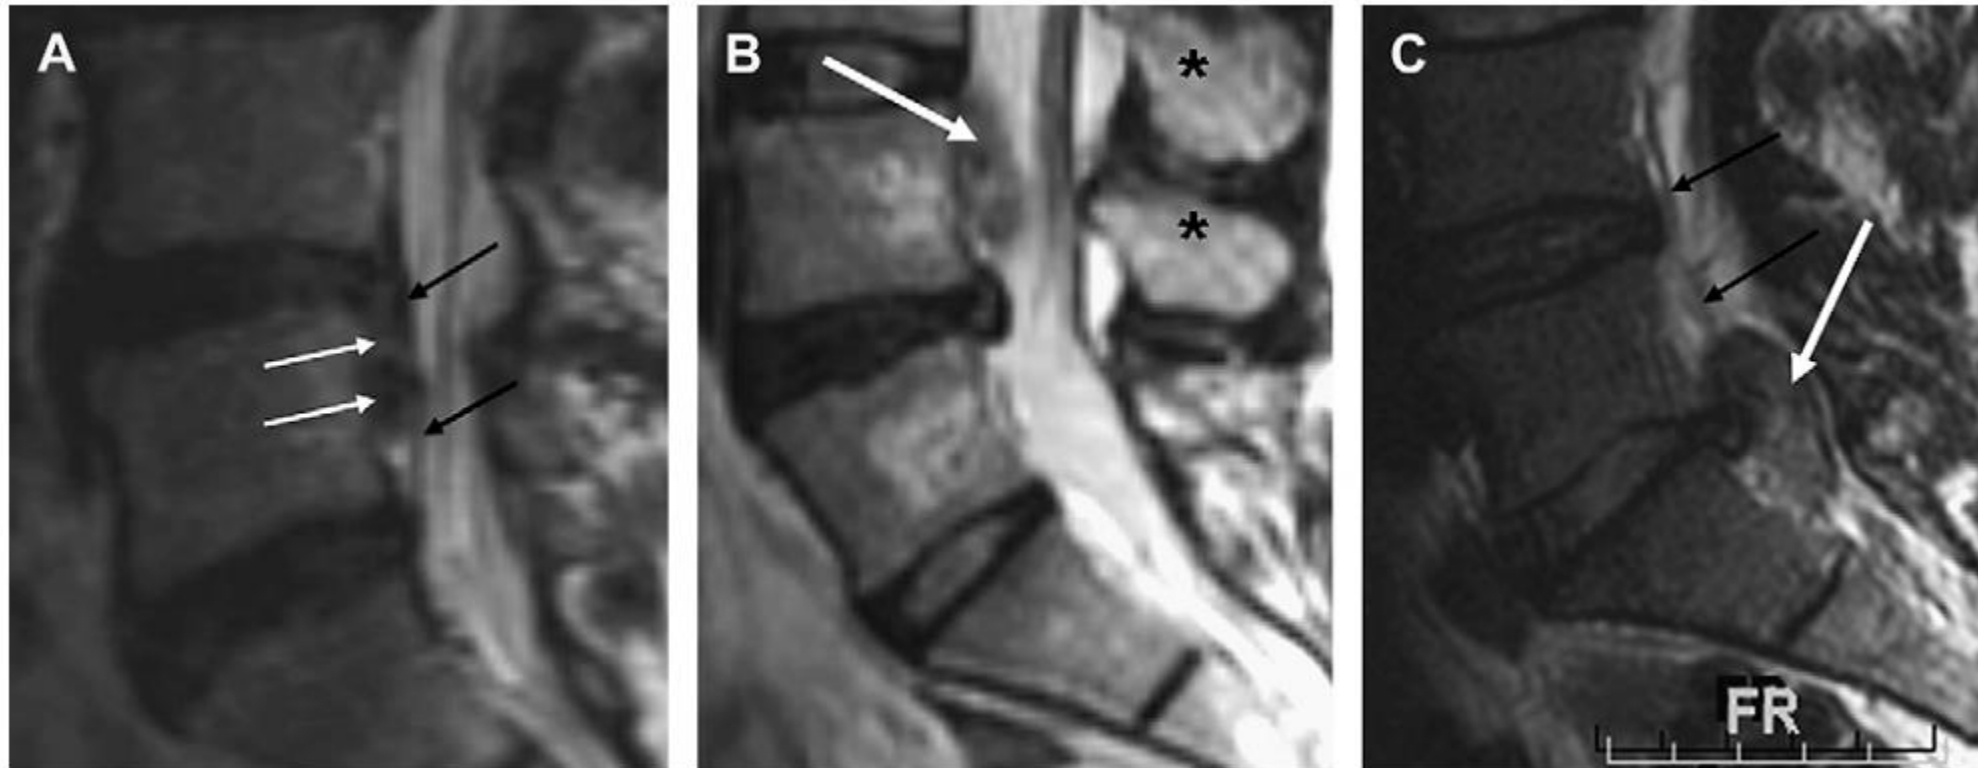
Sagittal T-2 weighted MR images of the lumbosacral spine in different patients demonstrate multiple disk herniations. (A) The disk herniation extends inferiorly from its origin at the L4-5 intervertebral disk (white arrows) and is located immediately anterior to the posterior longitudinal ligament (PLL) (black arrows) within the anterior epidural space. (B) The disk extrusion (white arrow) is located in the midline (note the spinous processes as indicated by the black asterisks) and just posterior to the PLL, which is not well demonstrated on this midline image because it is directly adherent to the posterior portions of the vertebral bodies. The disk herniation was determined to have extruded into the spinal canal through the PLL (a transligamentous herniation). (C) A disk extrusion (white arrow) is seen posterior to the PLL (black arrows) and originated just lateral to the PLL. This may be termed an extraligamentous disk herniation.
